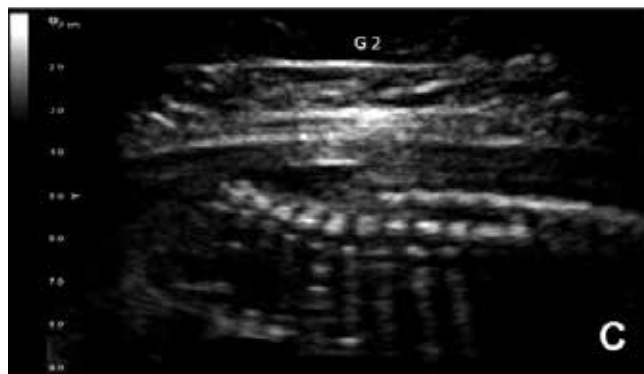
Ecografía fetal realizada a las 22 semanas de gestación que muestra el signo del limón en el cráneo (A) y mielomeningocele lumbosacro (B y C) presentado por ambos fetos (G1: Gemelar 1 y G2: Gemelar 2).
